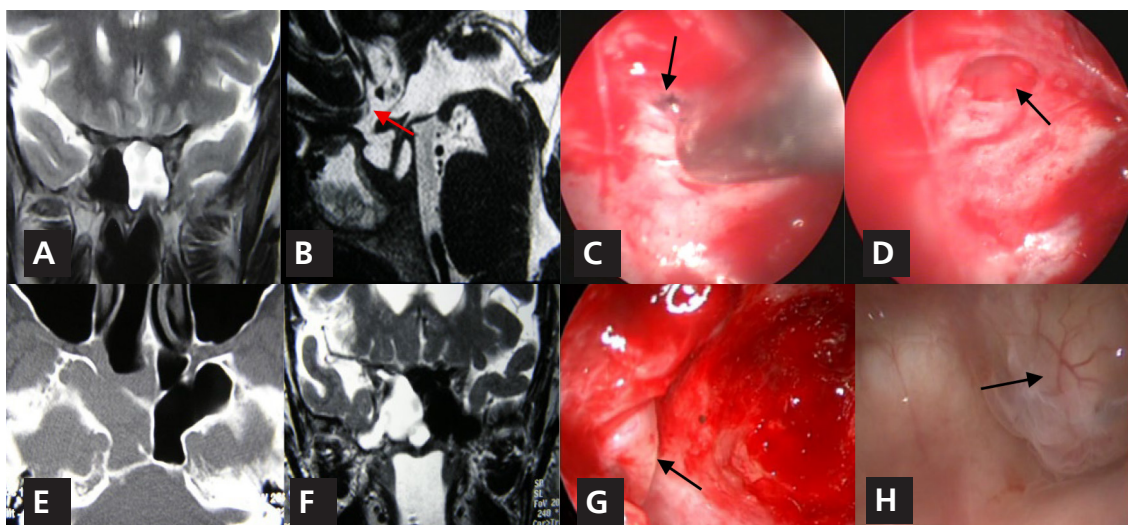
Meningoceles localizados en el plano esfenoidal y seno esfenoidal con fístula de LCR de alto débito. Meningocel plano esfenoidal. A: RM donde se observa acumulación de LCR en esfenoides izquierdo, B: RM de perfil donde se ve la salida del LCR con contraste a través del defecto en el plano esfenoidal (flecha). C: visión endonasal con endoscopio después de la esfenoidotomía y reducción con bipolar del meningocel (flecha). D: defecto después de reseca la mucosa circundante (flecha). Meningocel en pared lateral derecha del esfenoides. E: TC que muestra el seno esfenoidal derecho neumatizado lateralmente y ocupado, F: ocupación del seno esfenoidal derecho por LCR, G: meningocel esfenoidal lateral (flecha). H: meningocel esfenoidal localizado en pared lateral izquierda del seno esfenoidal (flecha).
